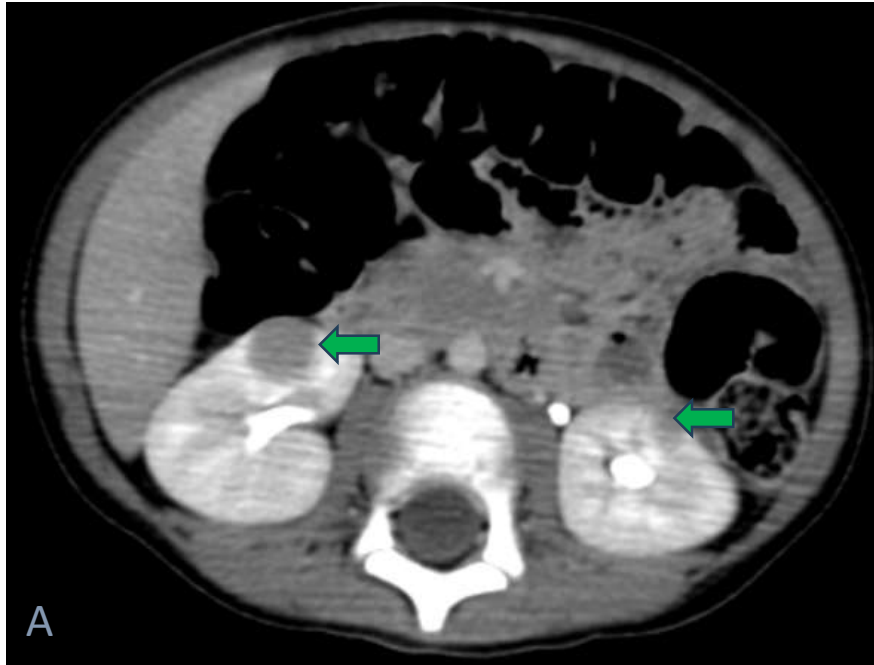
y 15 (imágenes A y B), TC abdominopélvico con contraste, cortes axiales. Identificamos varias lesiones nodulares renales bilaterales, de márgenes bien definidos y aspecto sólido (flechas verdes). Además, observamos un tejido retroperitoneal con densidad de partes blandas (flecha amarilla), englobando el tronco celíaco y contactando con hilio hepático, cara posterior gástrica, cara medial duodenal y cabeza y cuerpo pancreáticos. Hallazgos sugestivos de afectación renal y retroperitoneal secundario a linfoma.
